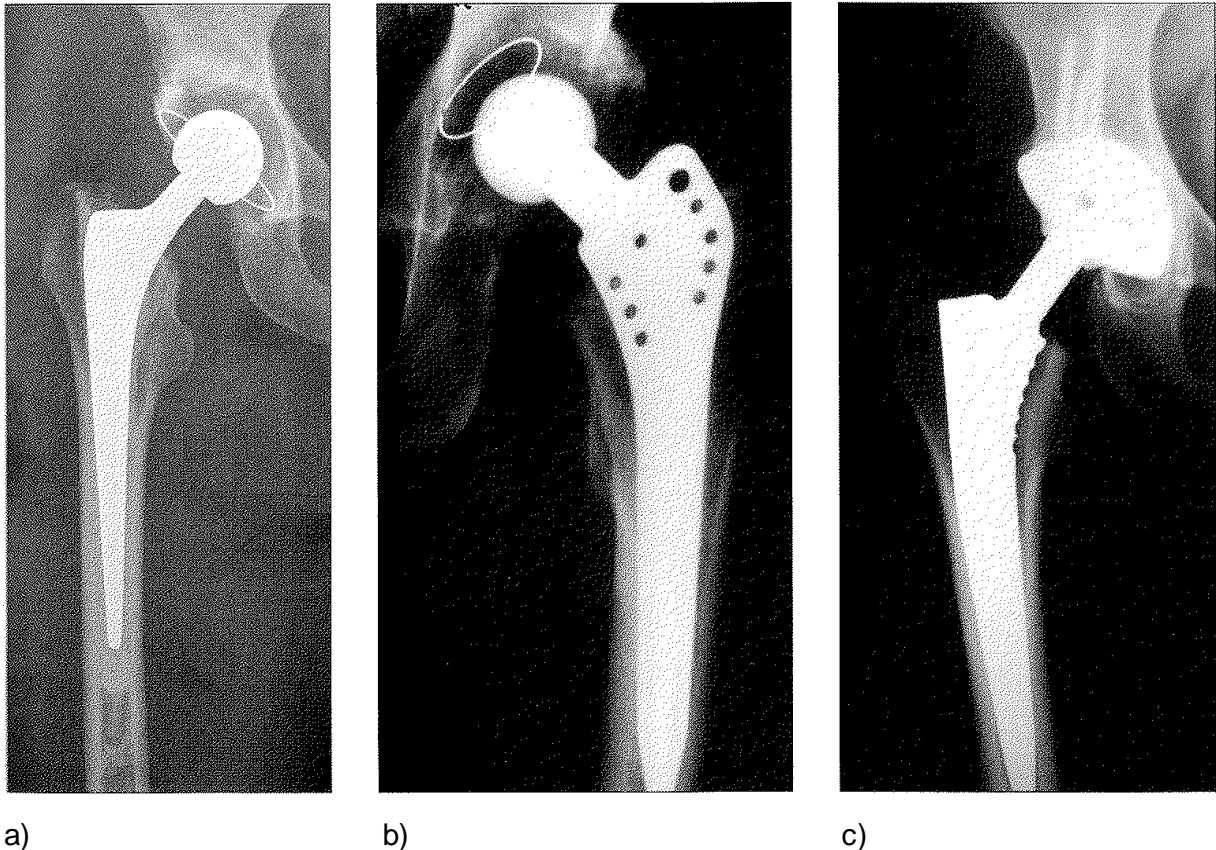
Verschiedene H-TEP's im a. p. Röntgenbild
